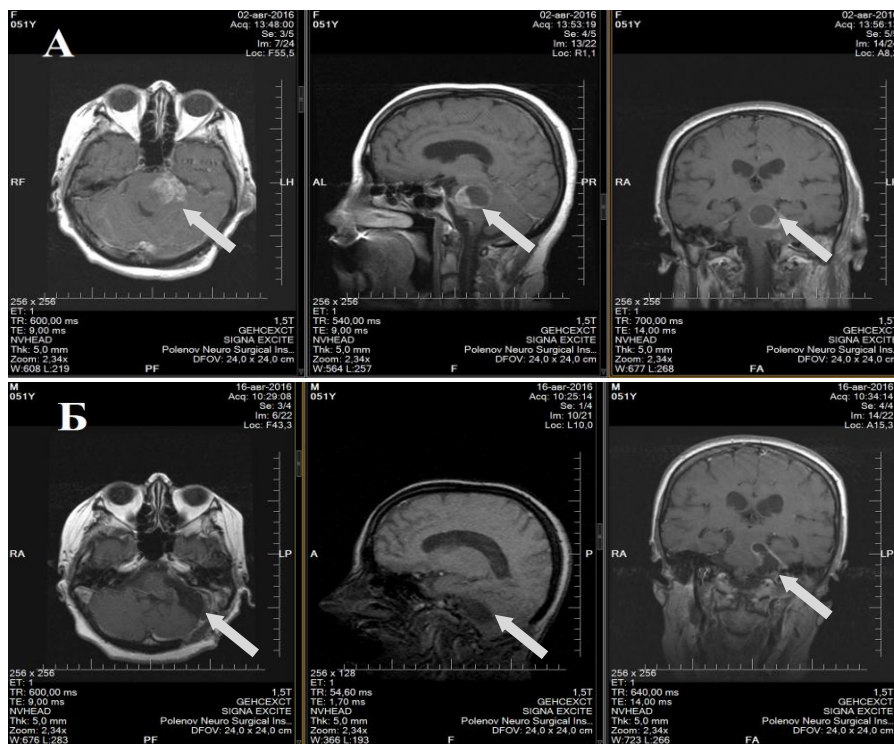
КВШ I типа. Предоперационная МРТ – опухоль указана стрелкой (А) и послеоперационный контроль – опухоль удалена тотально (Б) (пациентка С-ер, 51 лет ИБ 19610-16)
